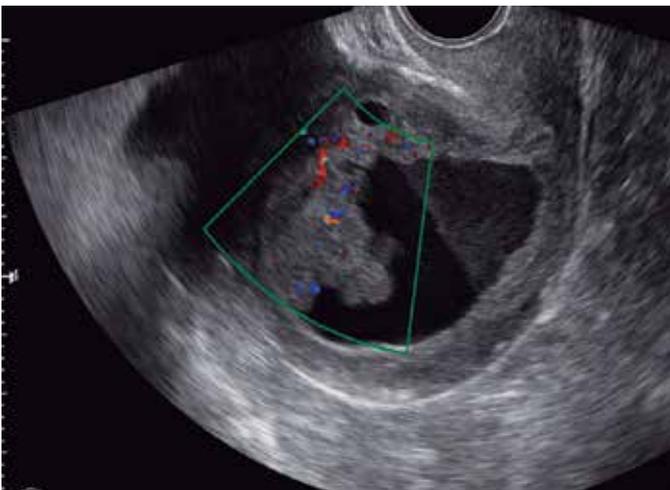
Aquisição sagital do útero, em ultrassonografia 2D, evidenciando hematometra( ecos de baixa amplitude) e endométrio espessado e irregular com vascularização a análise com Doppler colorido Anatomopatológico confirmou um câncer de endométrio.
